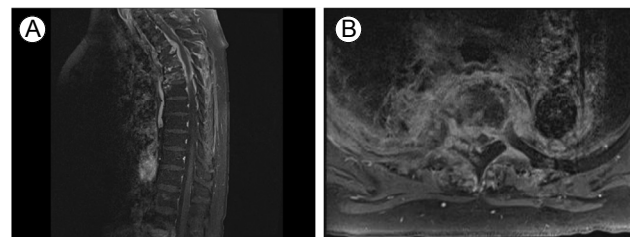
Sagittal Gd-enhancement T2-weighted (A) and sagittal Gd-enhancement fat-suppressed T1-weighted (B) magnetic resonance images of the thoracic vertebrae show enhancement of T4 and T5 vertebral bodies. Infiltrative prevertebral and epidural inflammatory masses at these levels cause cord compression and bilateral foraminal encroachment.
